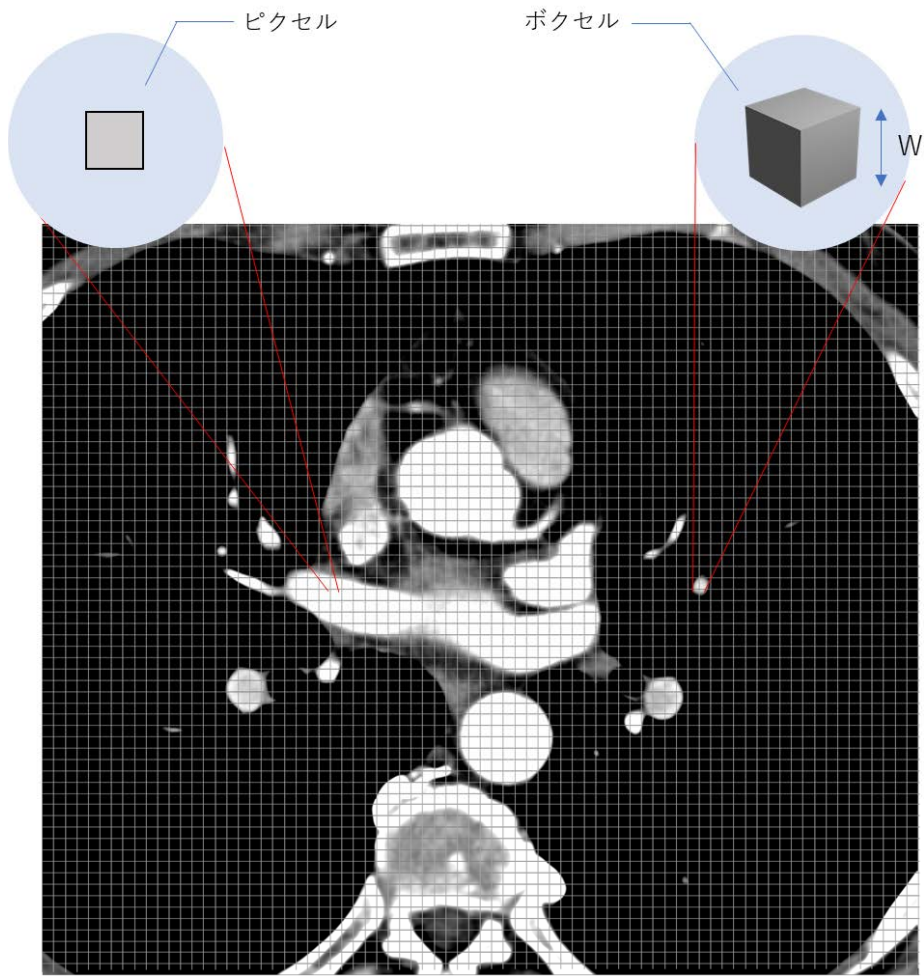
CT 画像におけるピクセルデータ、ボクセルデータ
